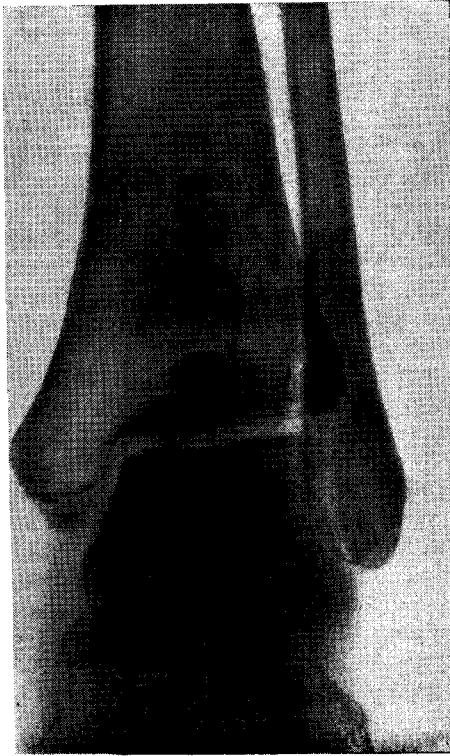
Отломок заднего края большеберцовой кости фиксирован болтом. Рентгенограмма.
